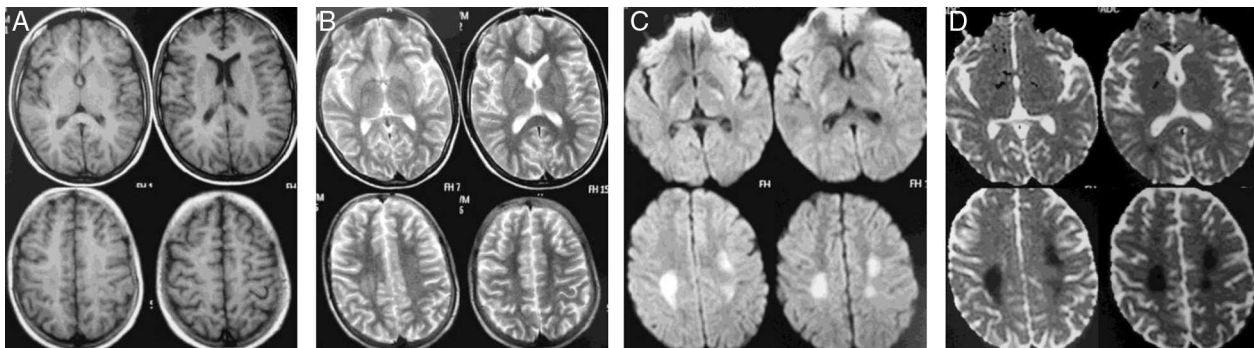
Imágenes de RM que muestran alteración de la señal en la región paraventricular alta de la sustancia blanca, de aspecto más o menos simétrico, con hipointensidad en T1 (A) e hiperintensidad en T2 (B) y que se hace más evidente en las secuencias para difusión (DWI, b1000) (C) y coeficiente aparente de difusión (ADC) (D) como zonas de restricción de la difusión.
